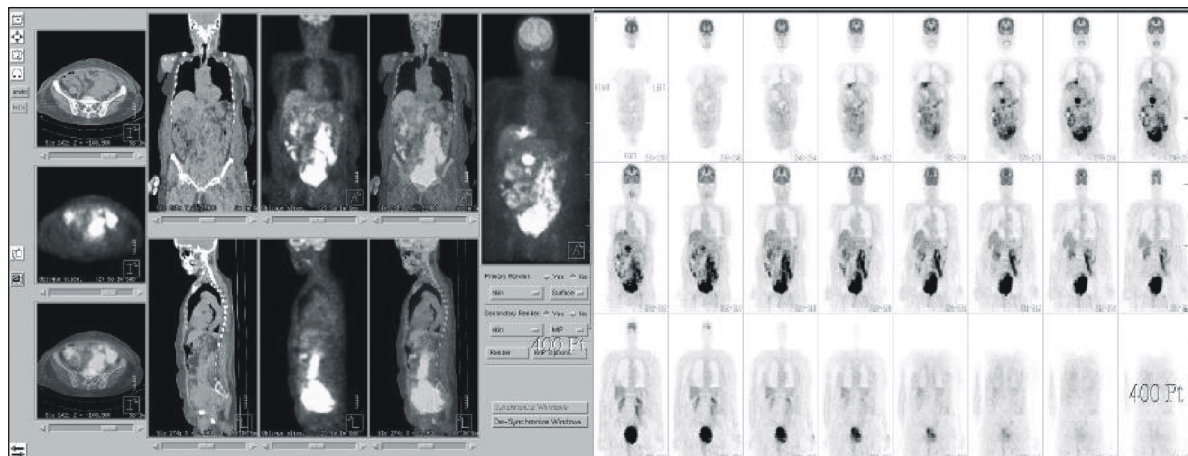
Conglomerated hypermetabolic lesions are visible in the entire omentum, abdominal and pelvic lymphatic chains and remnant of uterus (PET-CT).
